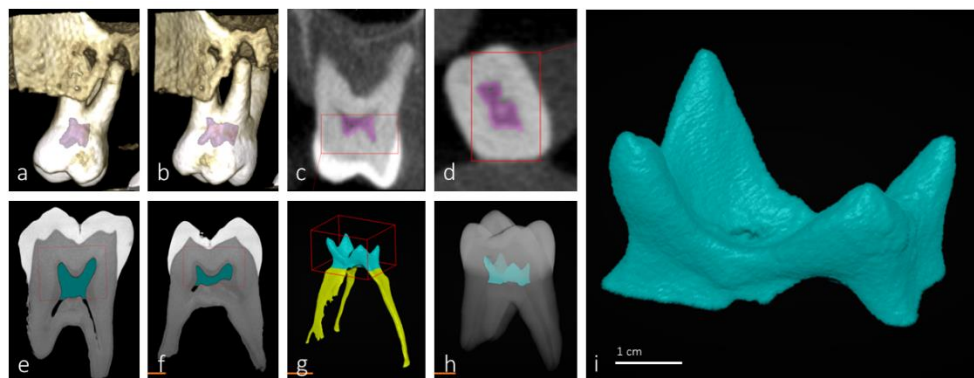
CB-CT and micro-CT images of the molar identified as sample 2 (corresponding to a female 62 years old). CB-CT reconstruction (a,b) and sagittal (c) and axial (d) images. Micro-CT sagittal images (e,f) and pulp reconstructions (g,h). i corresponds to isolated and enlarged h.
